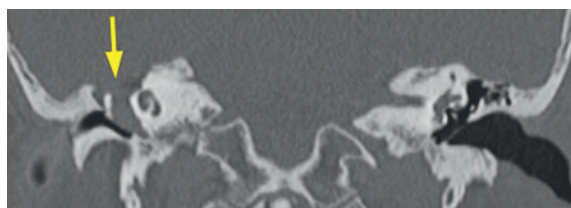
(Б). КТ правой височной кости, в коронарной проекции
